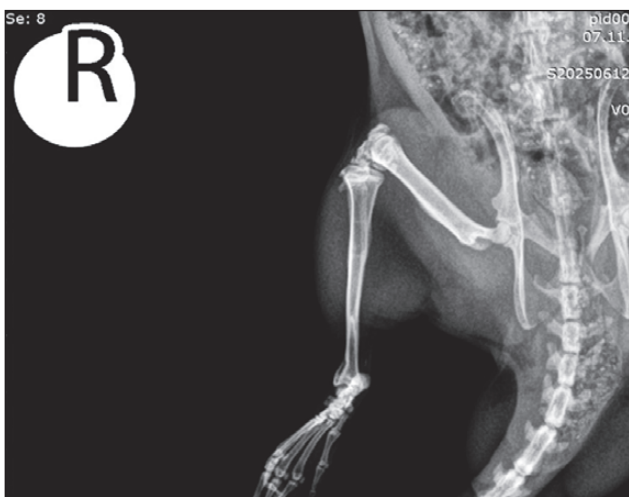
Consolidated fracture of the right tibia diaphysis (group 3). The radiograph visualizes a consolidated fracture without the formation of an excessive bone callus. The fracture line is not clearly contoured at the time of examination. The contours of the bone are clear and even. The axis of the bone is preserved, no signs of infection or pathological periostitis were detected
